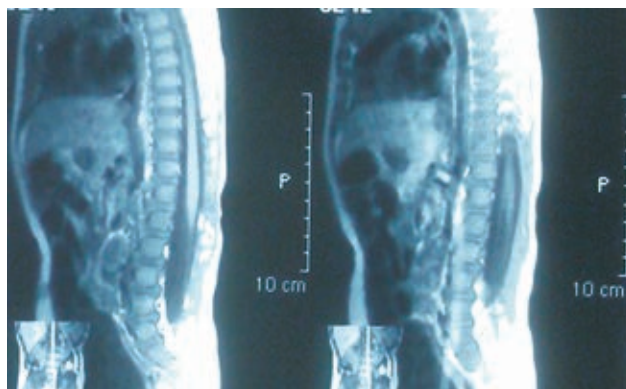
МРТ в сагиттальной проекции через 1,5 года после операции. Рецидива опухоли нет
